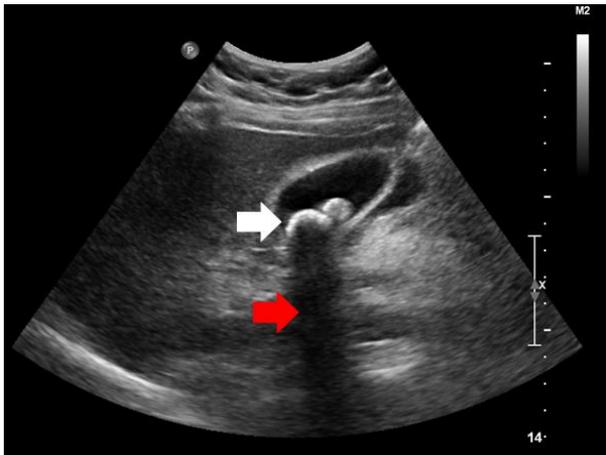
This photo showed two large stones (a white arrow) with a posterior shadowing (a red arrow) in gallbladder on an abdominal ultrasound.
